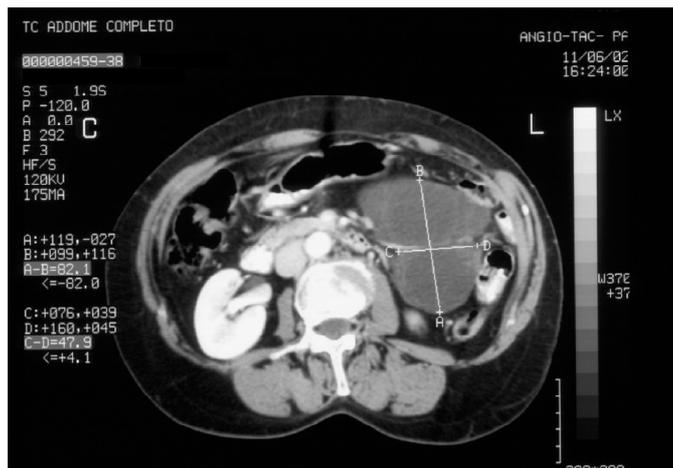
Tomografia assiale computerizzata. È evidente una neoformazione cistica con sepmienti delle dimensioni di 8 X 11 cm localizzata nel meso delle anse digiunali.
